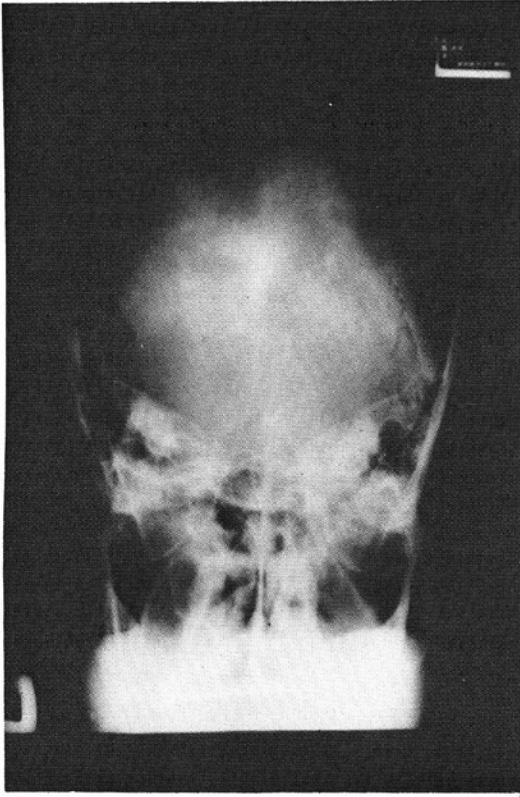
A-P skull x-ray shows the intracranial calcifications.
